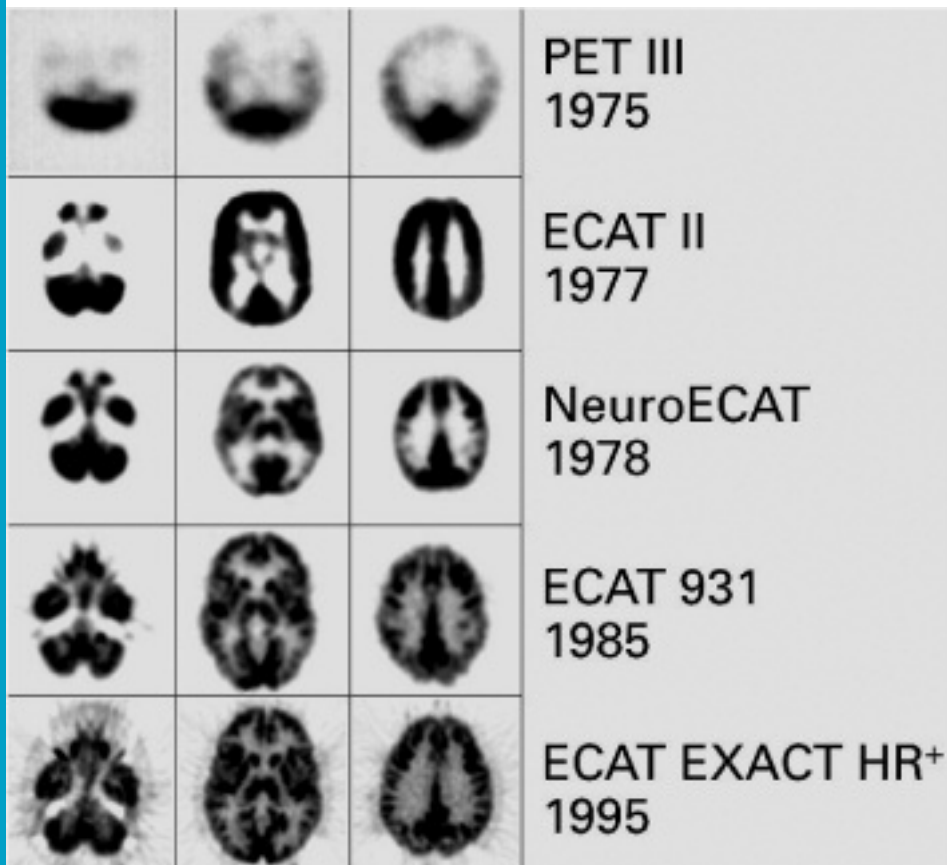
Development of PET imaging quality over a period of 20 years between 1975 and 1995 demonstrated by brain scans.
